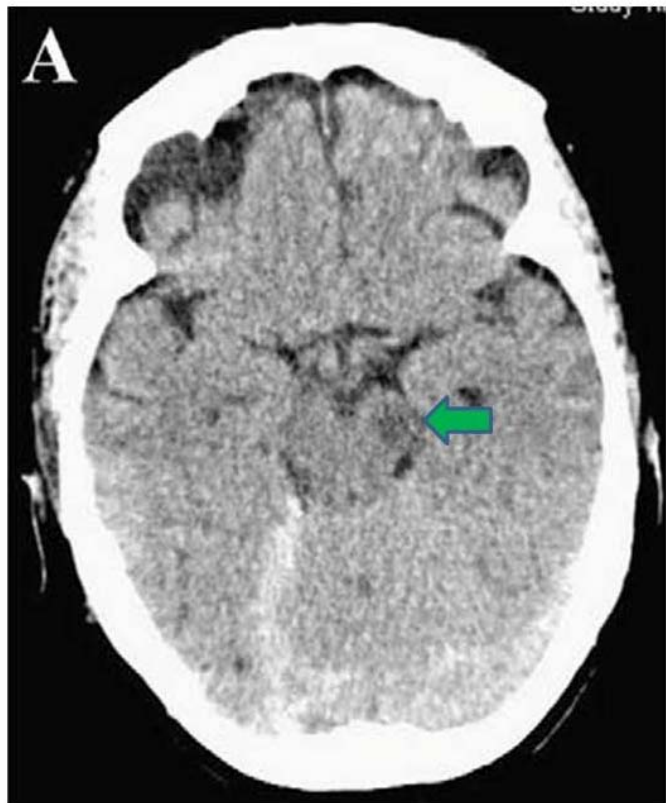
TDM cérébrale en coupe axiale objectivant une hypodensité au niveau du pédoncule cérébral gauche avec ré-expansion cérébrale après évacuation d'un HSDA à droite [3]
